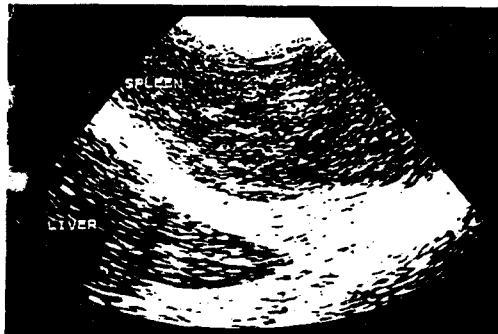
간장과 비장에 인접한 부위를 나타내는 초음파상. 비장은 균질하지 못하고 저에코로, 간장의 애코와 비슷한 양상을 보인다. 초음파진단: 비장의 침윤성 질환. 최종진단: 림프육종.
